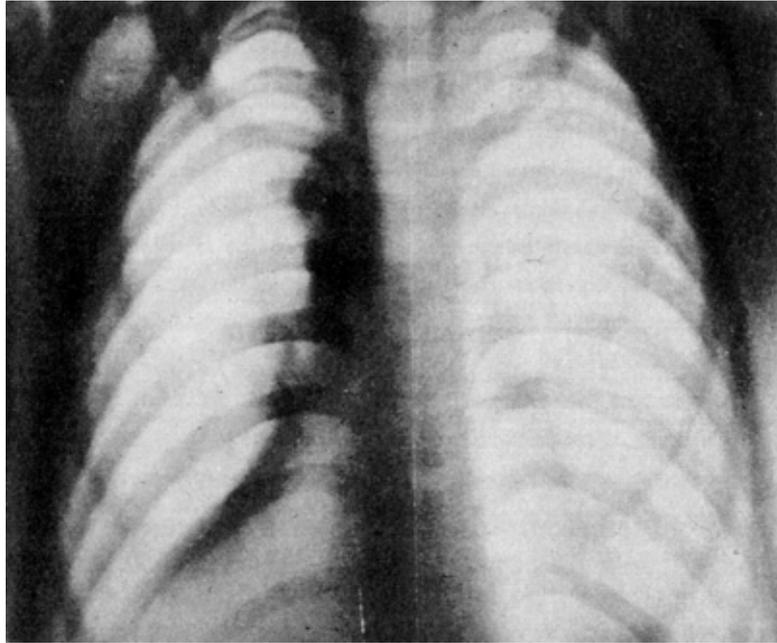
P. Buchheim ,September 1896; zweites veröffentlichtes Röntgenbild des Thorax eines 11 jährigen Jungen, Abstand von der Röntgenröhre = 35 cm, Exposition = 30 Minuten, Stromstärke = 2 Ampere bei 18 Volt Spannung. (24)
